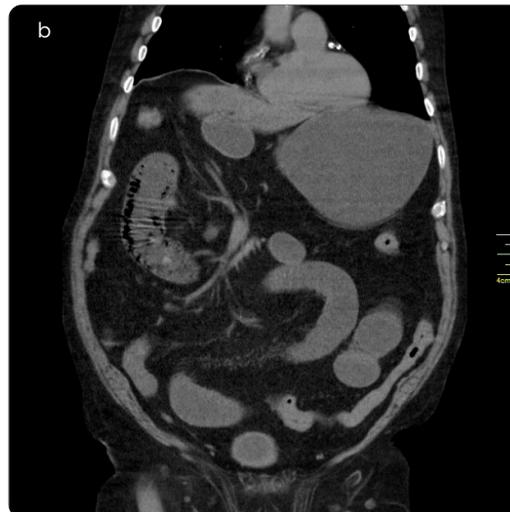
a y b) TAC de abdomen simple, coronal: Distensión de asas intestinales delgadas medias, con fecalización y colapso de asas intestinales delgadas, por obstrucción de alto grado.
